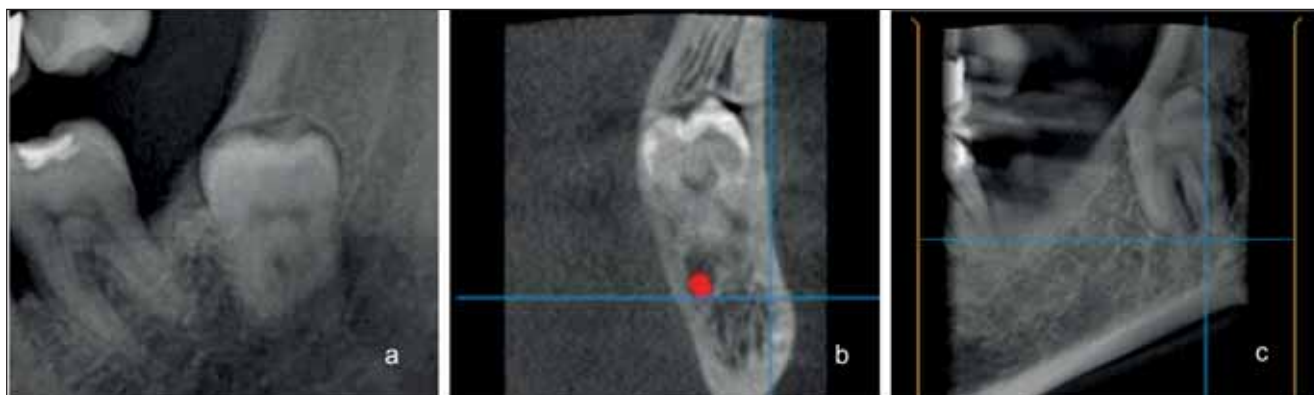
Cazul 18. Secțiune OPG la nivelul 38 inclus, pe care se observă înnegrirea, îngustarea și devierea CM (a), secțiune coronală CBCT la nivelul rădăcinii distale 38, unde CM (marcat cu roșu) este lipit pe fața linguală radiculară (b) și (c) secțiune sagitală cu expunerea planului vertical de achiziție coronală, localizat la rădăcina distală.
